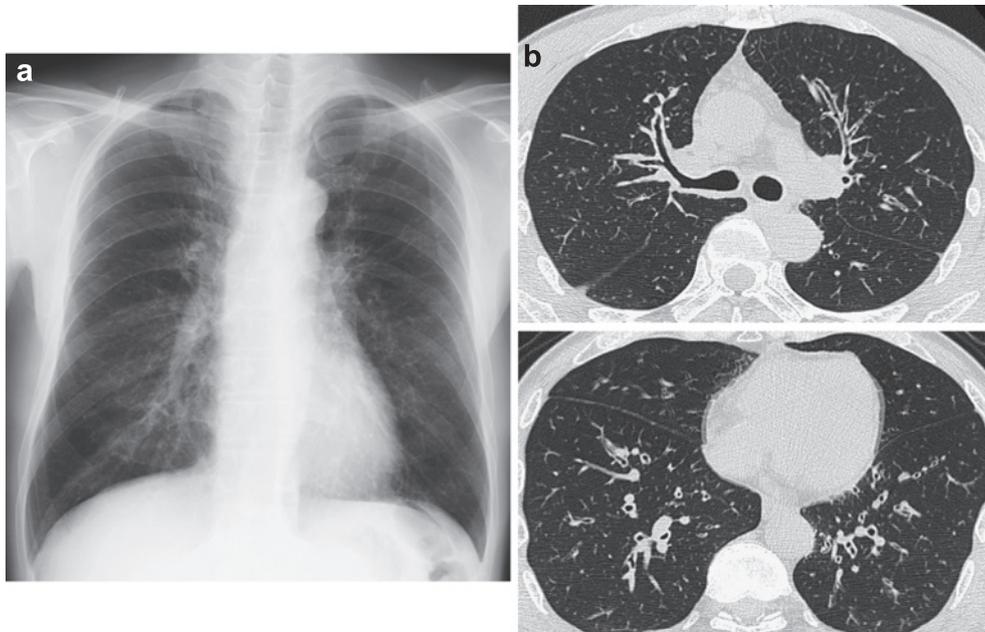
Chest X-ray film shows bronchial wall thickening in bilateral lung fields (a). Chest CT scan shows centrilobular small nodules, thickening of the interlobular septa and marked thickening of the bronchial wall (b).
